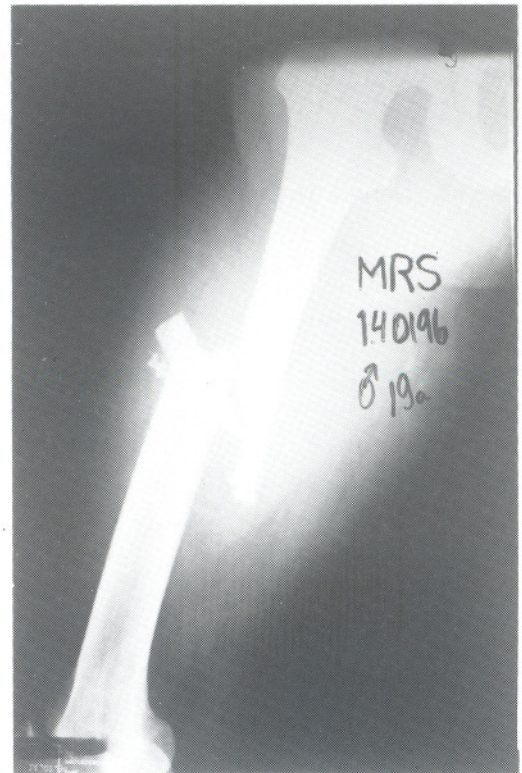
HIB: radiografia em AP da coxa direita mostrando fratura diafisária cominutiva do fêmur (tipo B3).
